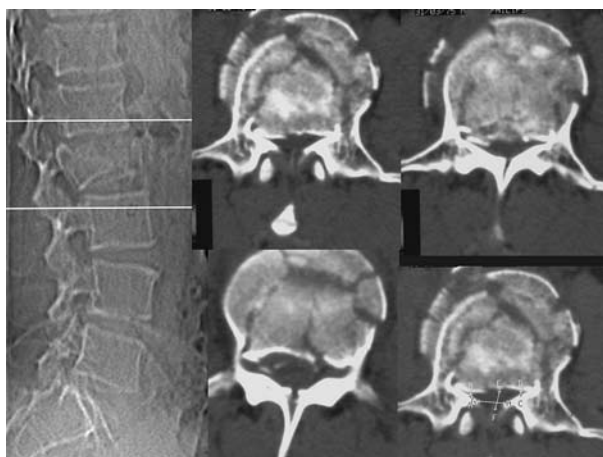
КТ при переломе LII позвонка. Значительная компрессия дурального мешка на уровне перелома.
